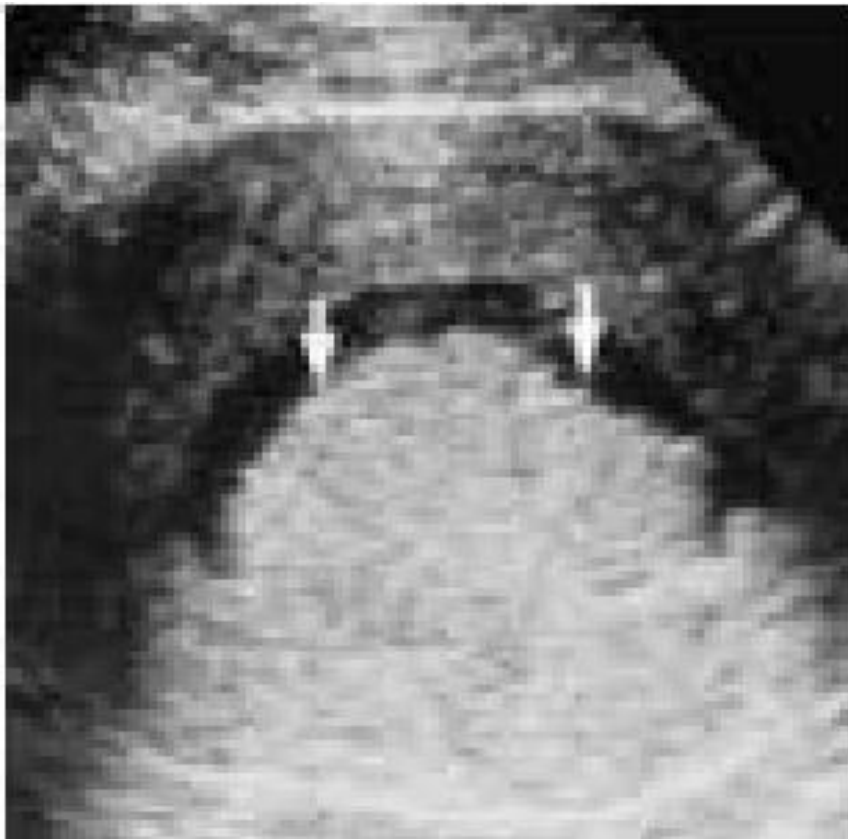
Image hystérosonographique transvaginale transversale montrant une grande masse irrégulière (les flèches) se projetant du mur utérin postérieur au canal endoluminal (carcinome endométrial grade 2) [133]
